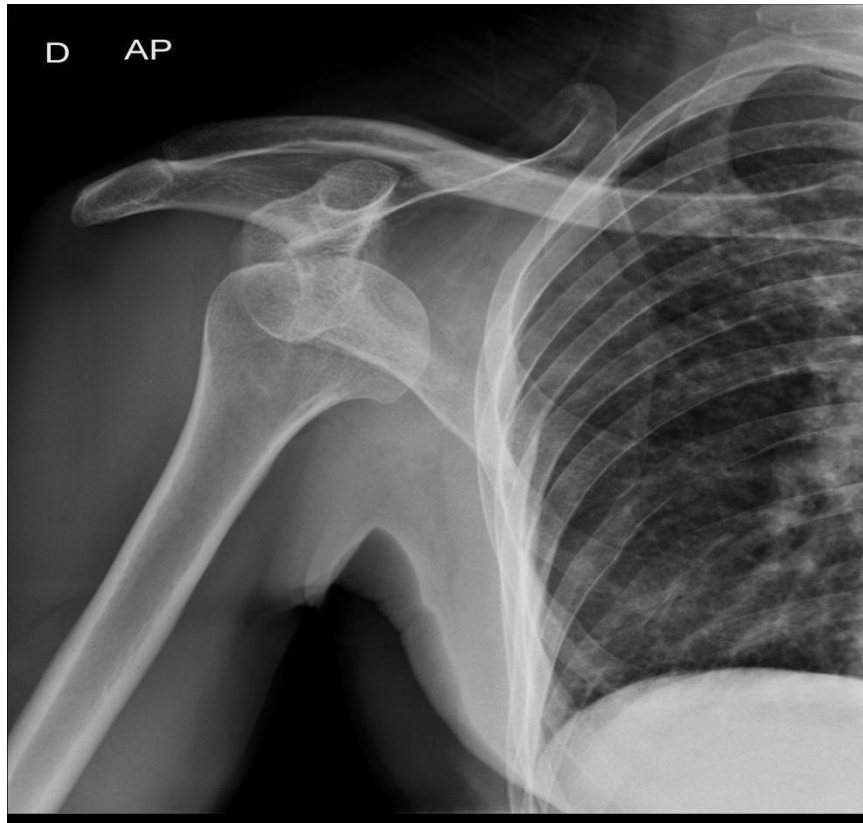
Radiografia anteroposterior do ombro direito, demonstrando luxação anterior do ombro.
